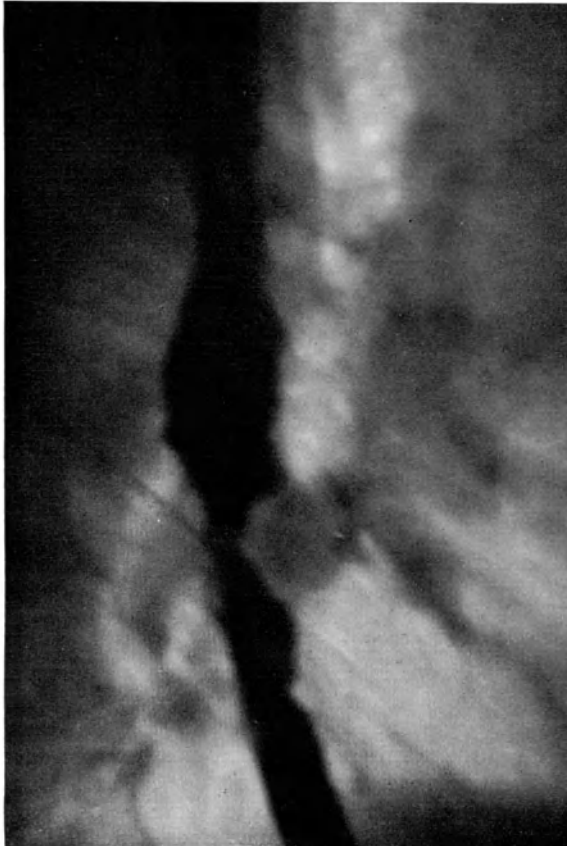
Krebs der Speiseröhre. Röntgenaufnahme nach Kontrastfüllung.
